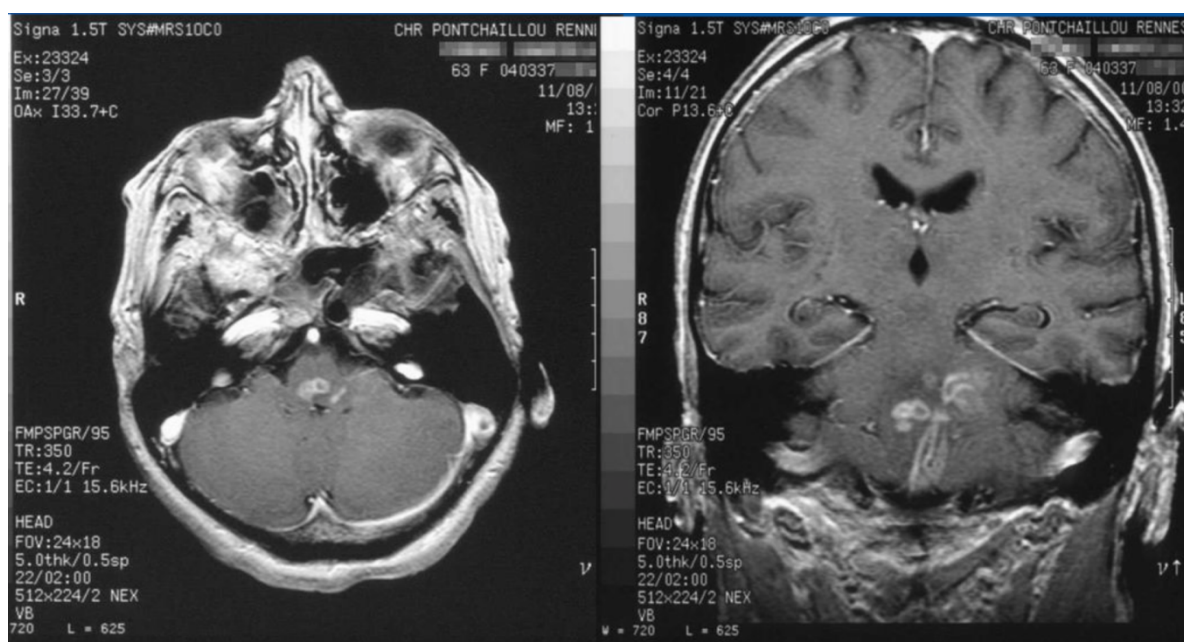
IRM démontrant une rhombencéphalite chez une femme de 82 ans [86]
